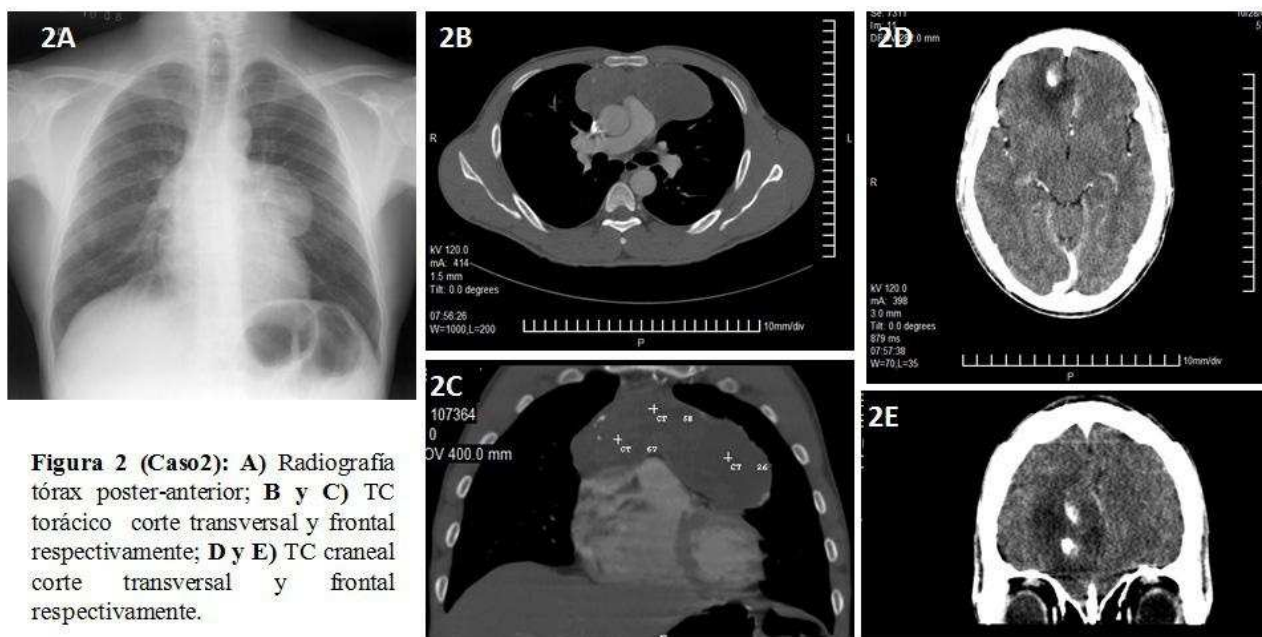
(Caso2): A) Radiografía tórax poster-anterior; B y C) TC torácico corte transversal y frontal respectivamente; D y E) TC craneal corte transversal y frontal respectivamente.
